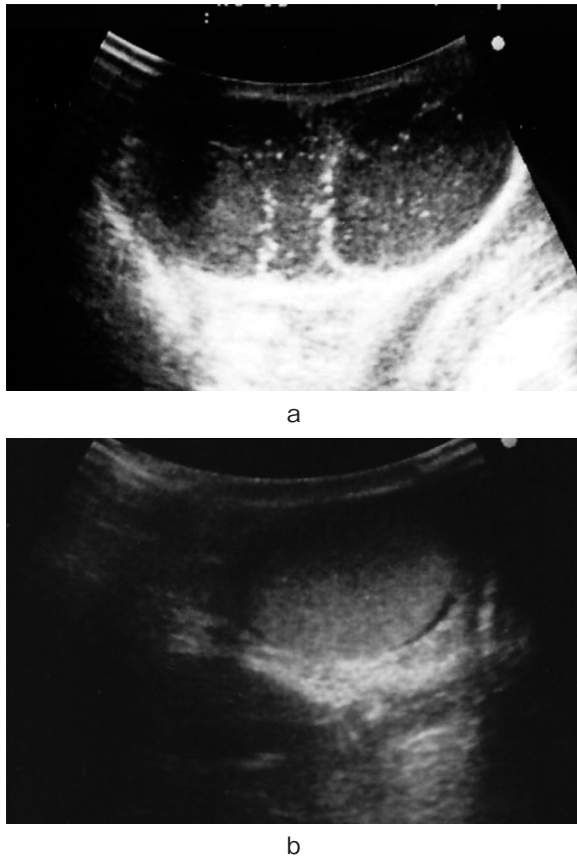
Ultrasonographic appearance of the left testis. a: Ultrasonography at 2011 shows two hypochoic mass (28×20, 25×20 mm) and microlithiasis. b: Ultrasonography at 2010 shows homogeneous content without microlithiasis.
